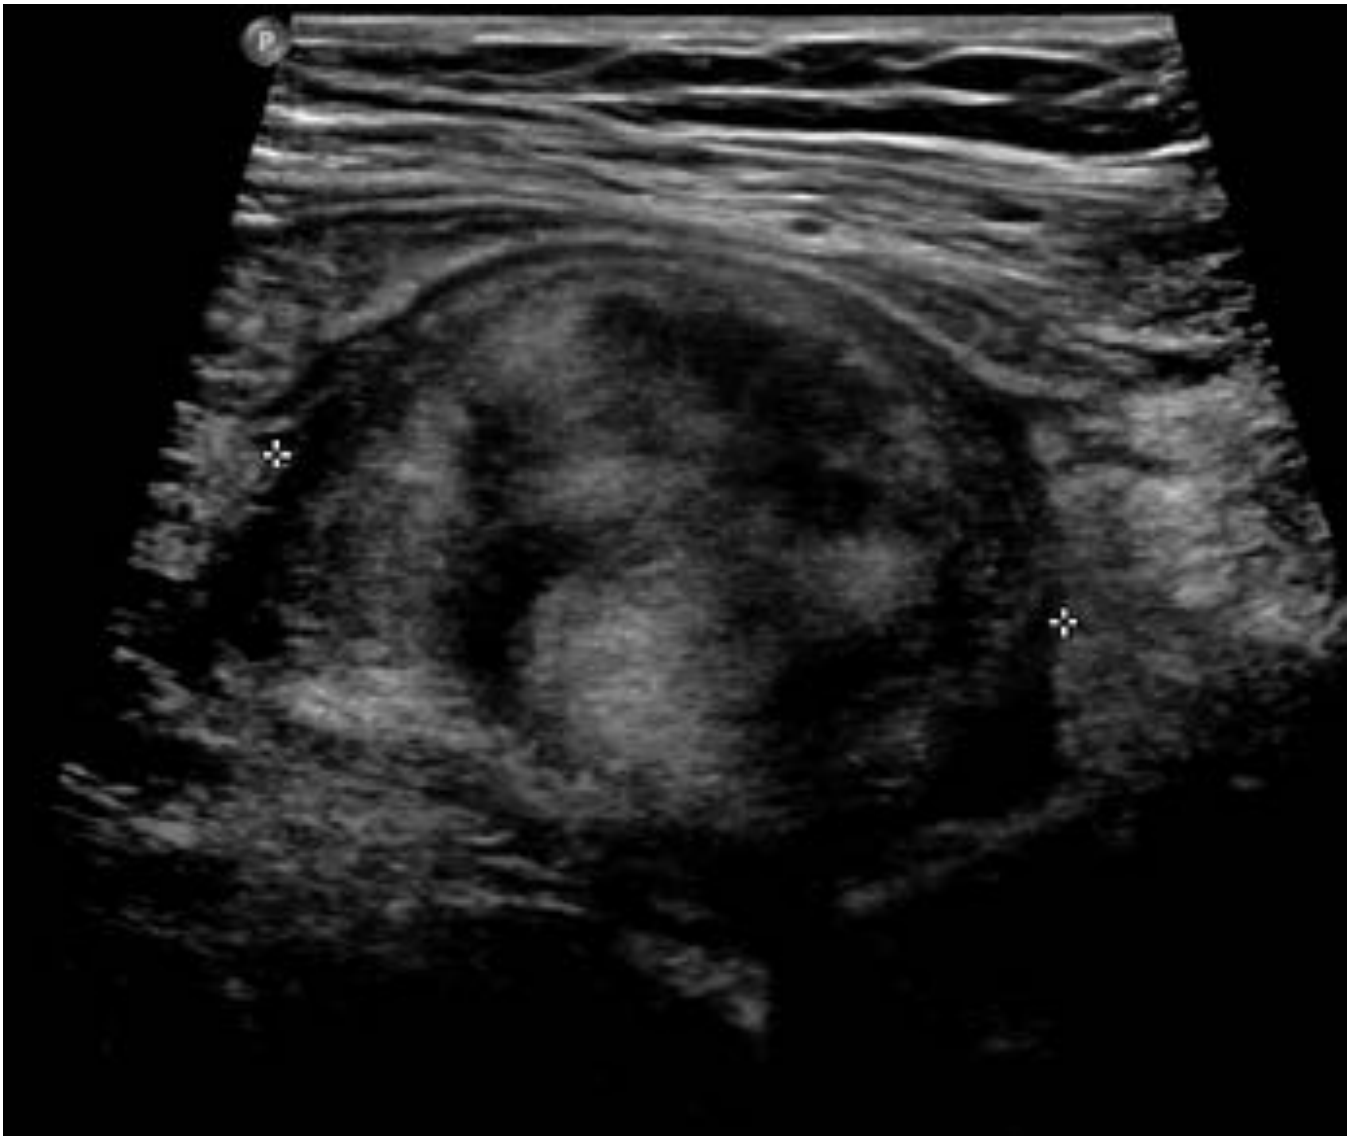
Imagen 1: Hallazgos en ecografía
